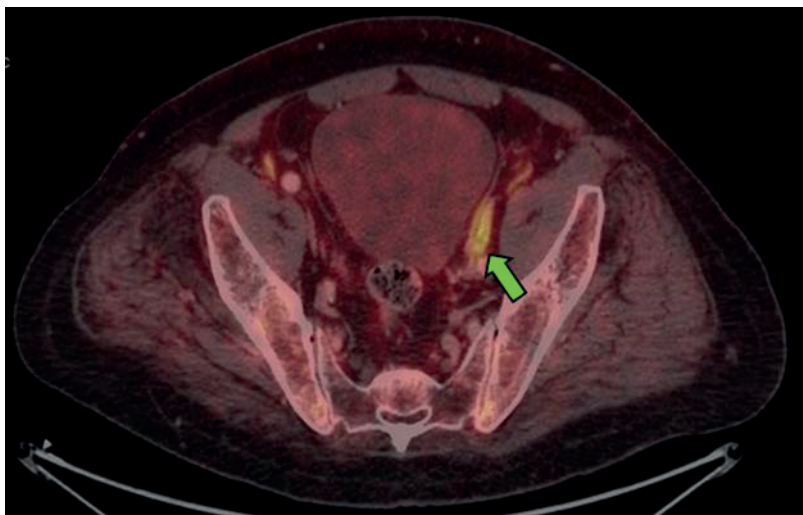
Пациент Г. Комбинированное ПЭТ/КТ-изображение с  $^{18}\text{F}$ -ПСМА-1007. Отмечается гиперфиксация РФП в тазовых лимфоузлах
